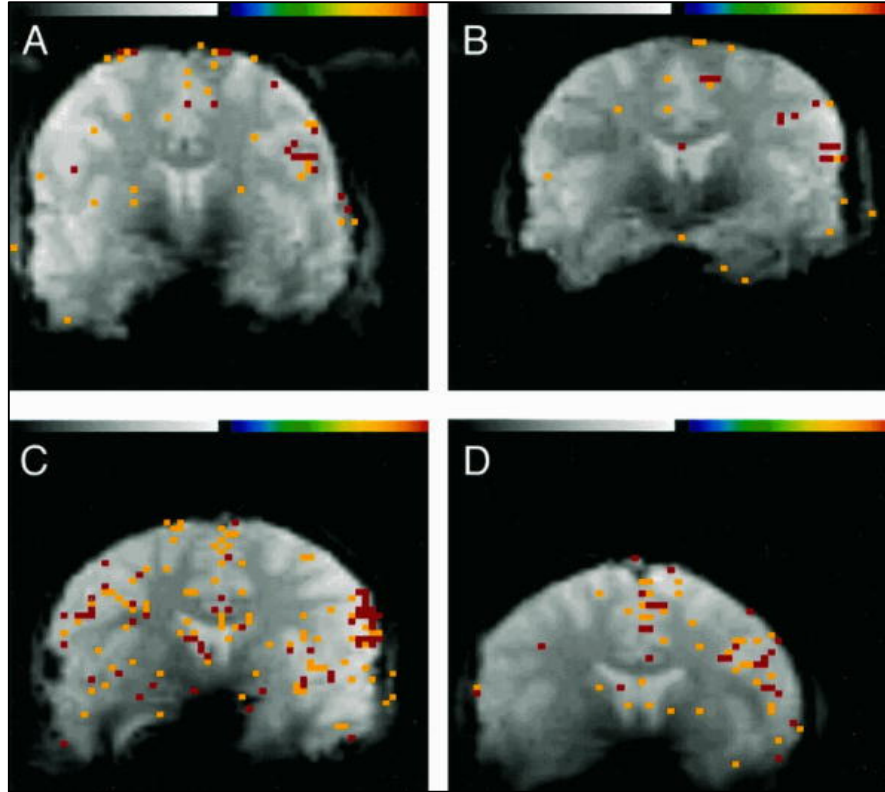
Mapas de activación de Resonancia Magnética funcional durante tareas de fluidez verbal. En la figura se observan los mapas obtenidos en 4 grupos de edad: (A) mujeres adultas de 28 años. (B) hombres adultos de 37 años. (C) niñas de 11 años (D) niños de 13 años. Se observan imágenes coroneales de 1.0 a 1.5 cm. anteriores a la comisura anterior. Los píxeles activados se muestran sobre una imagen eco planar (zero filled) de 128 X 128 (Tomado de Gaillard et al., 2000).
